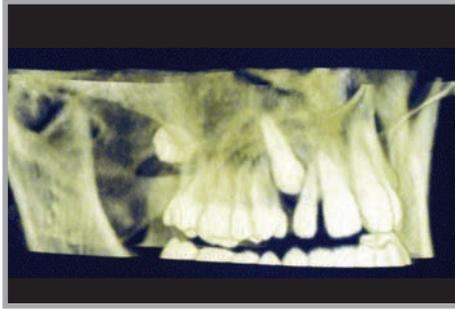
Canino incluso CBCT
